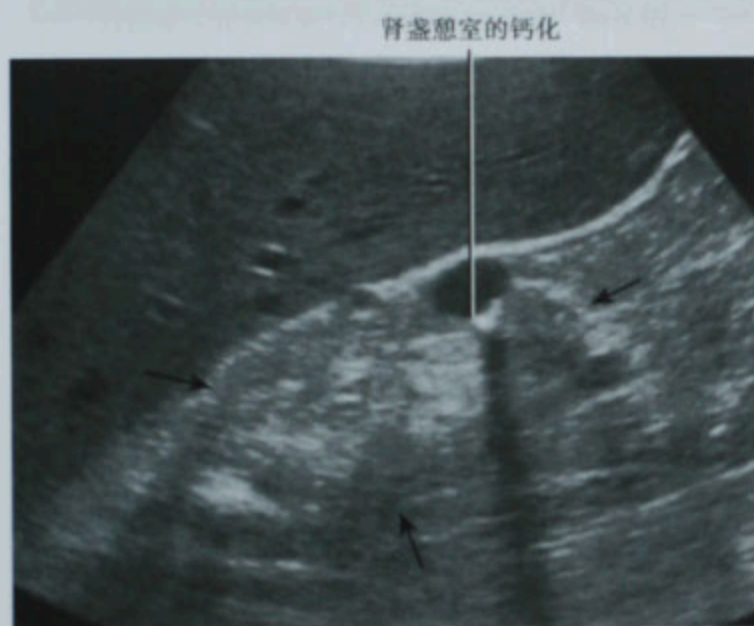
慢性肾实质性病变患者的超声图像显示小而高回声的肾脏
